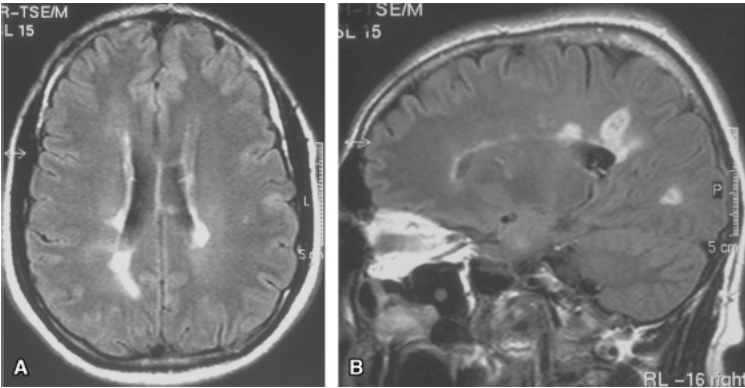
Esclerose múltipla. A e B. Ressonância magnética mostrando lesões desmielinizantes periventriculares e do corpo caloso (áreas hiperintensas).
